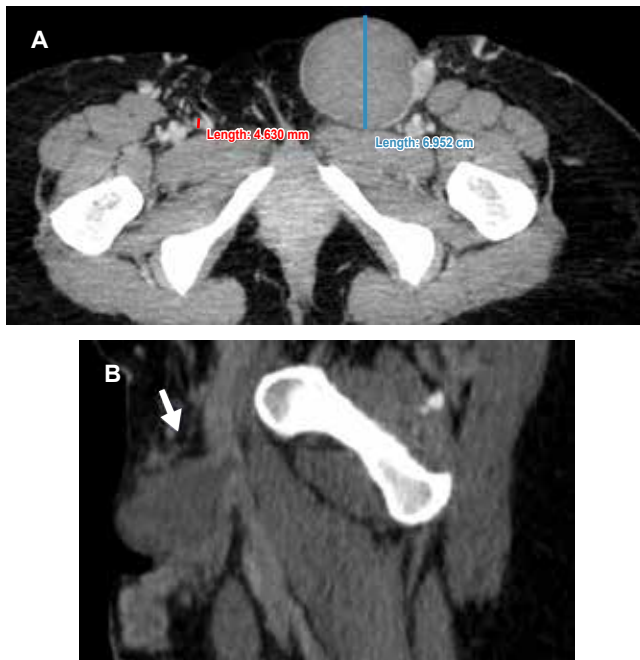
Angiotomografía en fase venosa de extremidades inferiores. A) Corte axial de aneurisma venoso de 6.9 cm diámetro mayor, 4 mm diámetro mayor de safena mayor derecha. B) Corte sagital evidencia aneurisma dependiente de safena mayor izquierda en su unión safenofemoral (flecha blanca).
